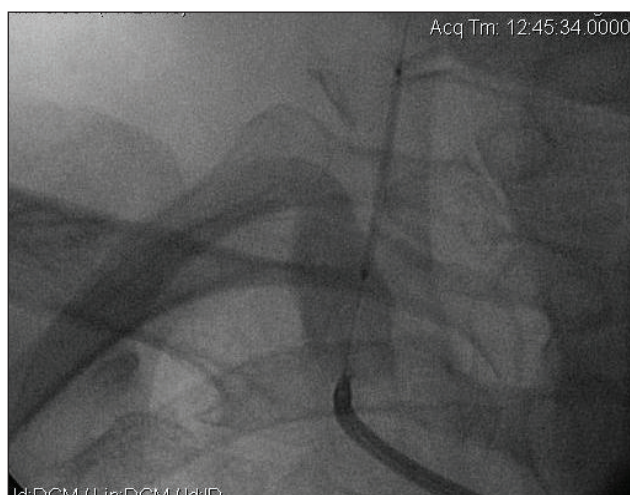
Рентгеноконтрастна ангіографія хворої Д. Установлено балон у просвіт правої ХА
